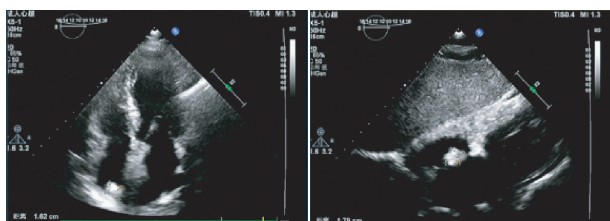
超声示心尖四腔心切面见右房顶一稍强附加回声
